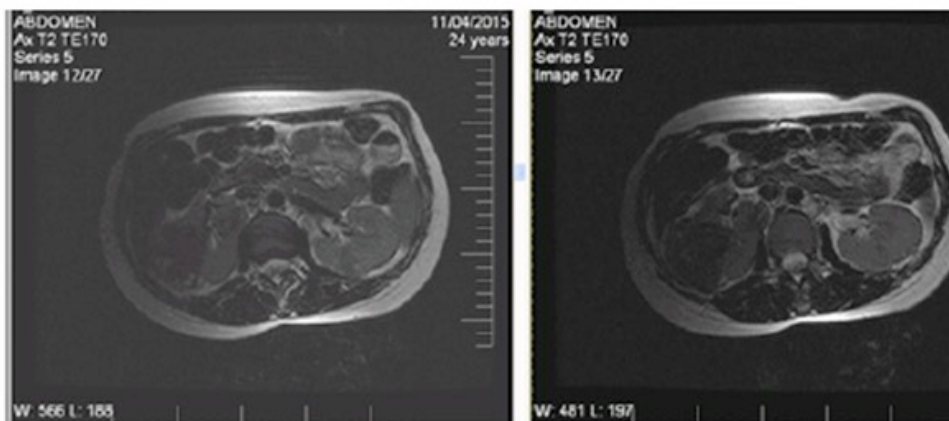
Imaginea RMN a angiomiolipomului renal drept
